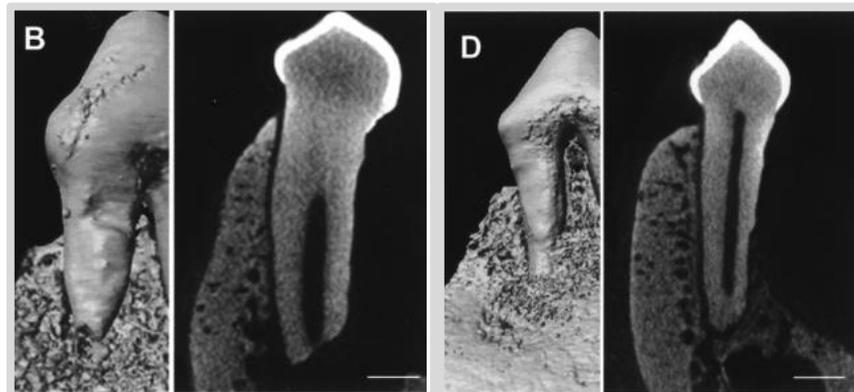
C Imágenes en 3D en micro-CT. B) muestra el defecto sin colocación de DFSCs
